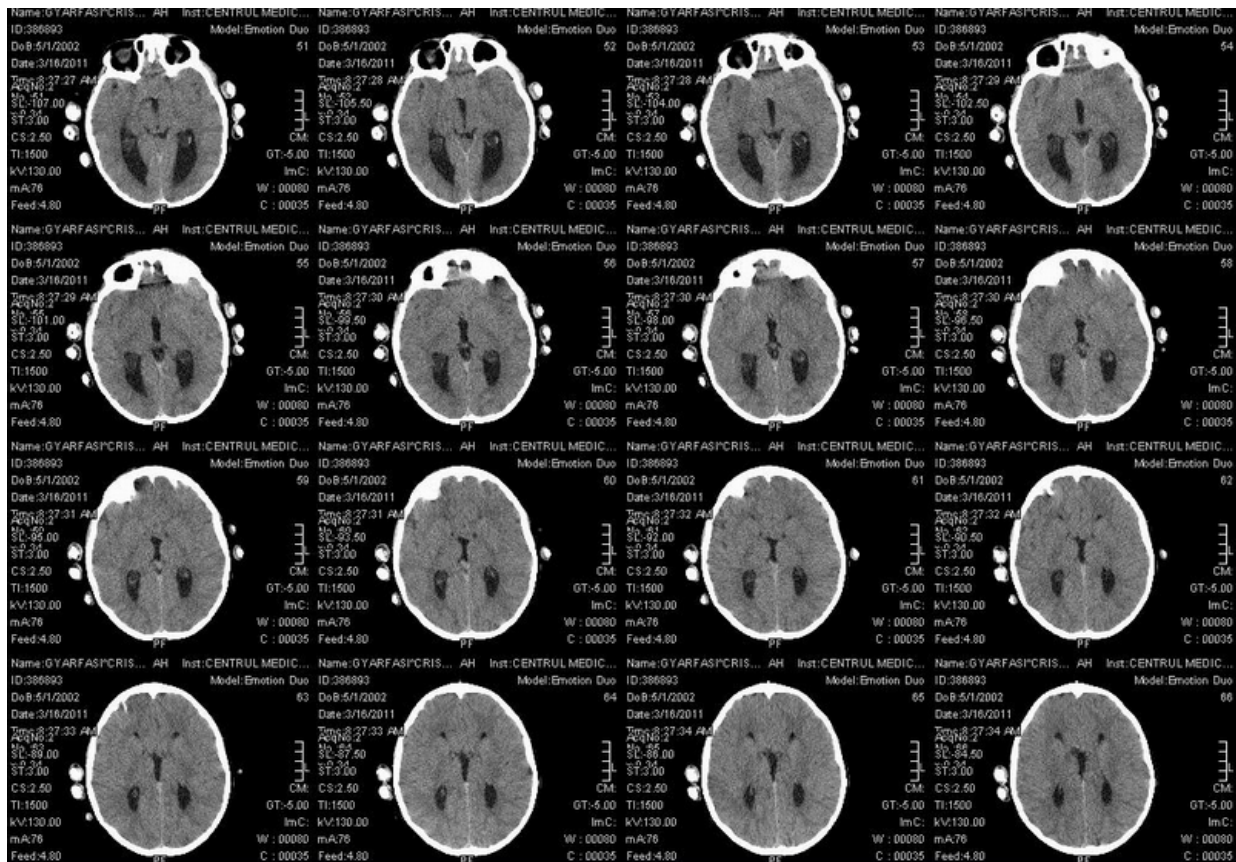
CT craniu nativ la un copil de 9 ani cu agenezie completă de corp calos(secțiuni transversale)
